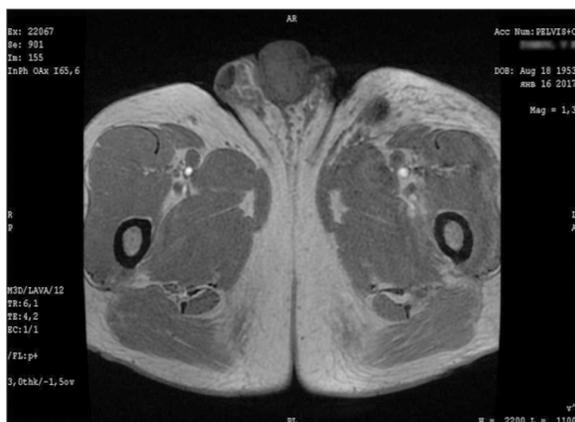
МРТ органов малого таза больного И.
